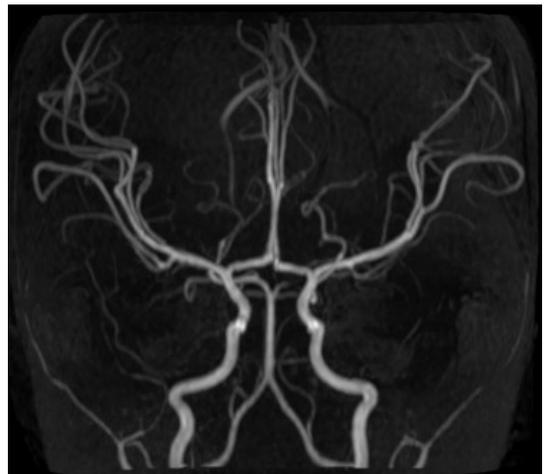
Magnetic resonance angiography in the acute phase showing a decrease of blood vessels in the left middle cerebral artery.
